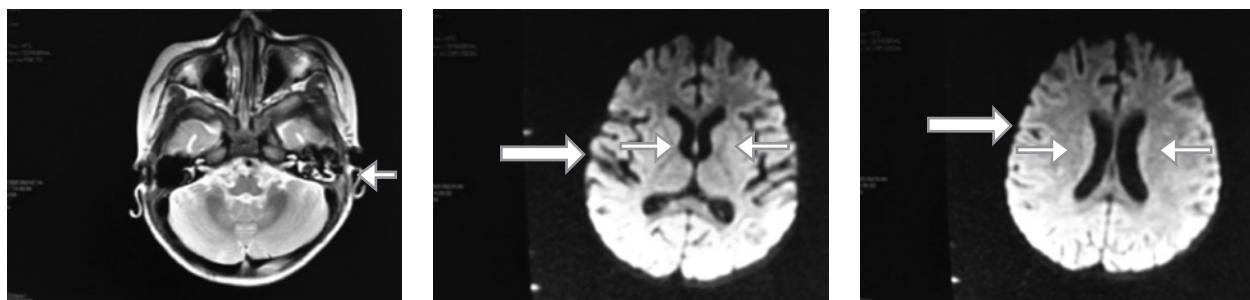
RMN cerebral que muestra atrofia cortico subcortical (flecha gruesa), probable gliosis periatrial bilateral de tipo inespecífico (flechas delgadas) y algunas celdillas mastoideas ocupadas por líquido en el lado izquierdo (flecha corta).
